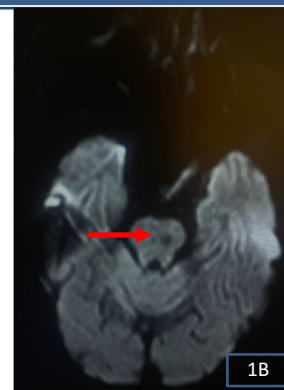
IRM cérébrale, coupe axiale séquence de diffusion, objectivant un hyposignal pontique paramédian gauche en rapport avec une lésion ischémique séquellaire
